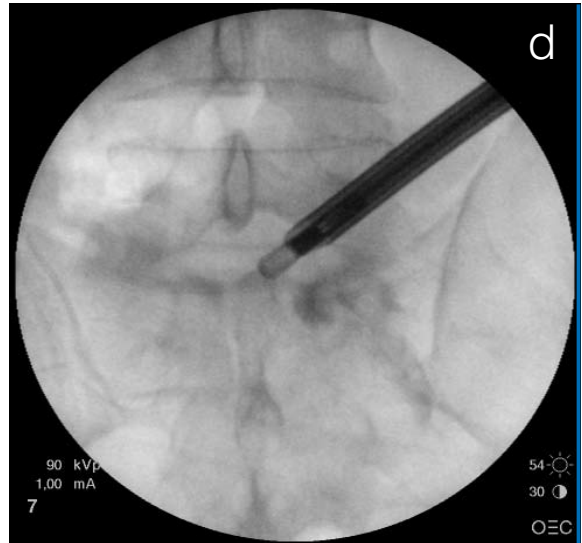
2e: Das MRT (a und c) zeigt einen etwas nach caudal sequestrierten mediolateralen NPP L5/S1. Die Position der Fasszange wird röntgenologisch in zwei Ebenen kontrolliert (b und d)). Die Zange sollte genau dort liegen, wo der Bandscheibenvorfall erwartet wird. Der Sequester und weitere mögliche Fragmente werden extrahiert. Nach Entfernung aller Fragmente wird das Endoskop nochmals eingeführt und das Operationsgebiet wird kontrolliert. Die pulsierende Nervenwurzel sollte erkennbar sein (e).
